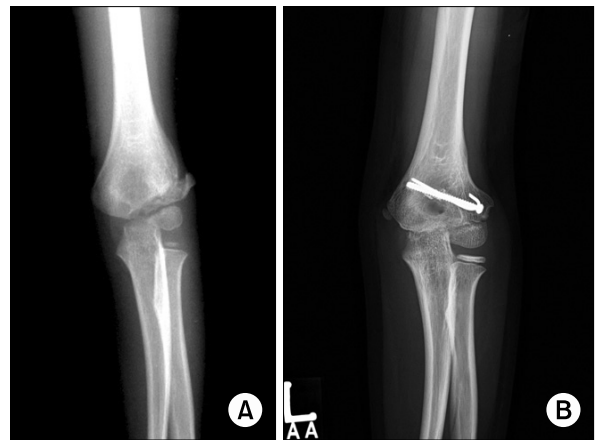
Anteroposterior radiographs of the left elbow (No. 7).
